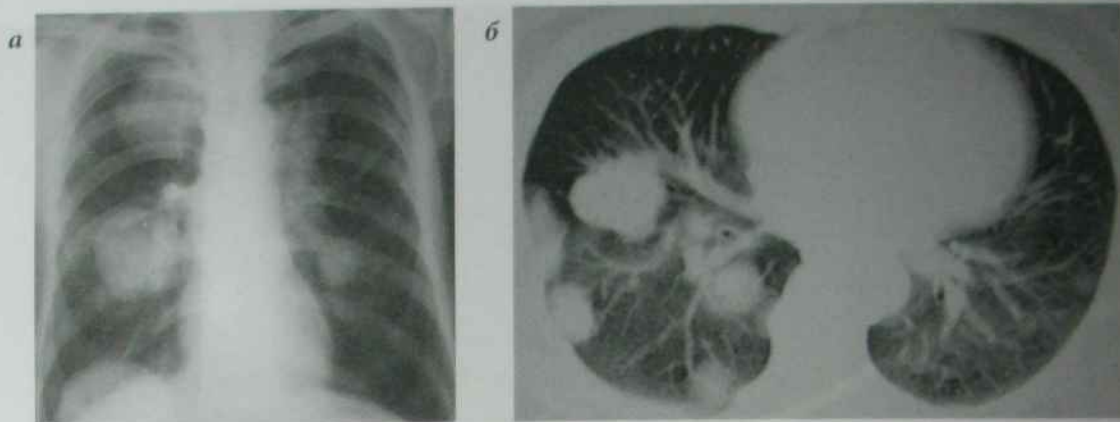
а) рентгенограма ОГП в прямій проекції: в легенях визначаються середньої щільності округлої форми з чіткими горбистими контурами тіні, легеневий малюнок деформований, корені легень розширені, неструктурні, права частина діафрагми нечітка. Метастатичні пухлини легень; б) КТ ОГП, аксіальний зріз: метастатичні пухлини легень
